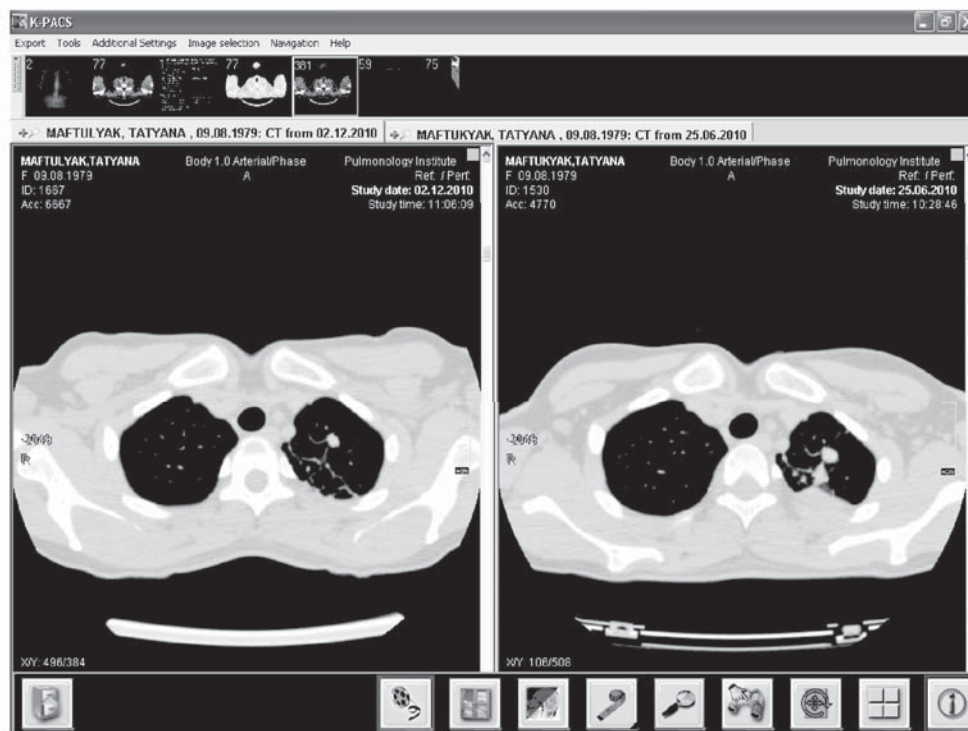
Исходная МСКТ больной М. (справа) и контрольная МСКТ больной М. (слева) с очаговым туберкулезом легких
